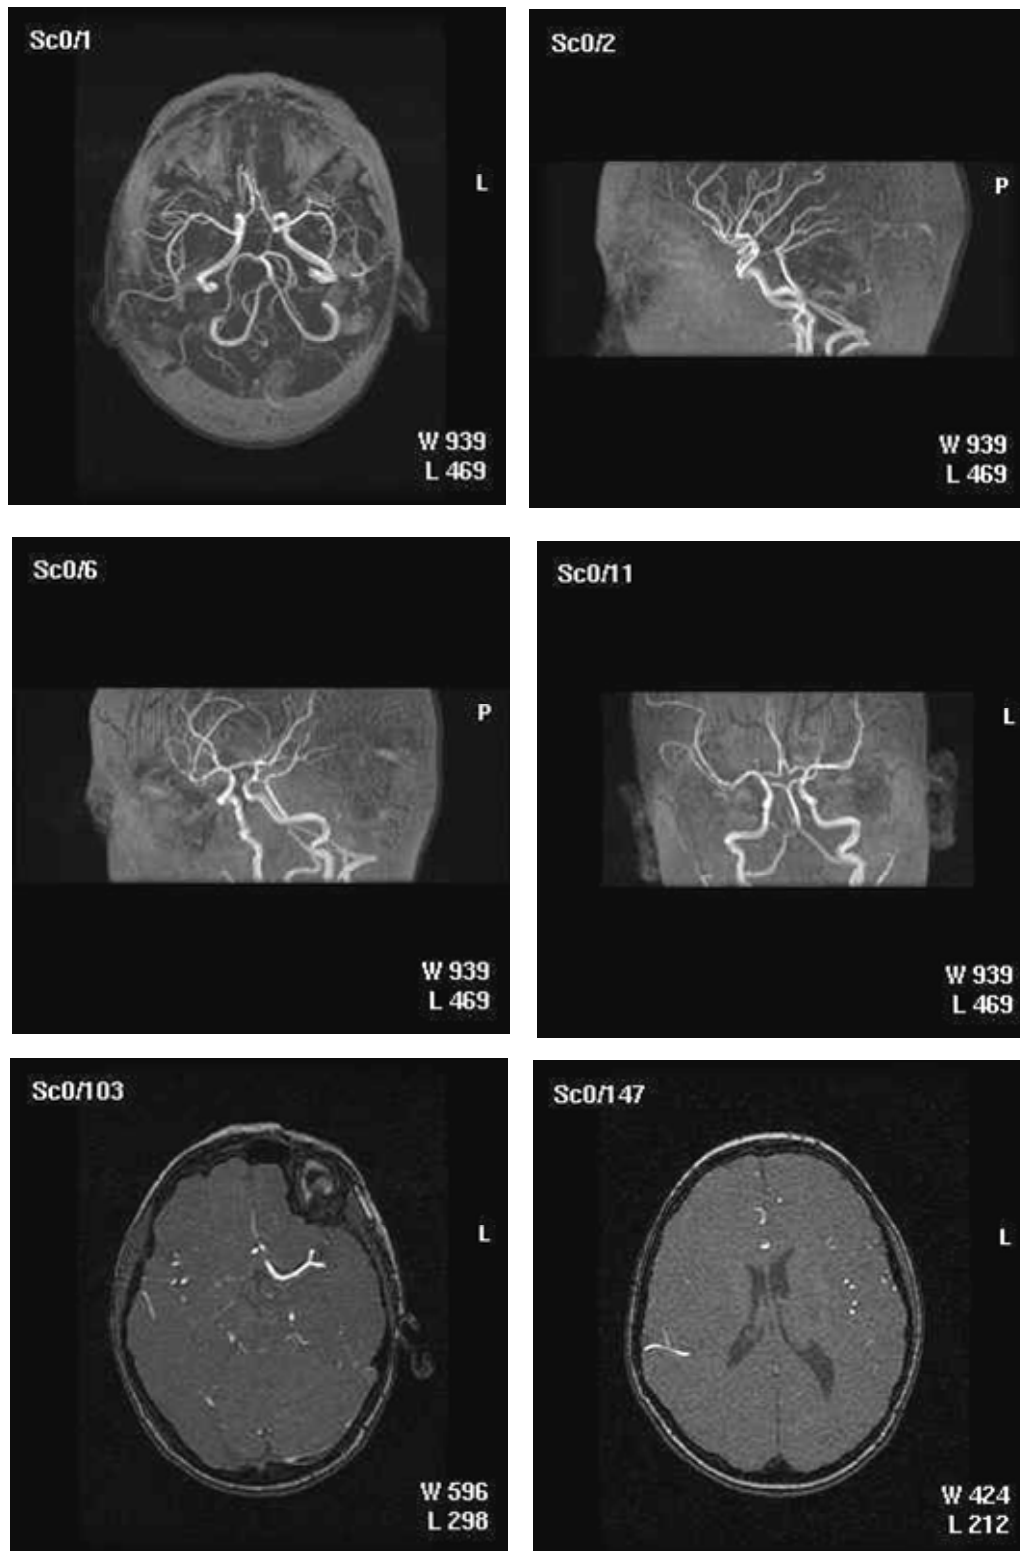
imagini angiografice din incidente diferite, ce permit identificarea traseului arterelor cerebrale mijlocii (sus și la mijloc). Jos, imagini RM care surprind artera cerebrală mijlocie stângă în subdiviziunile M1 și M2 (stânga) și ramura centrală (rolandică) dreaptă (dreapta)
